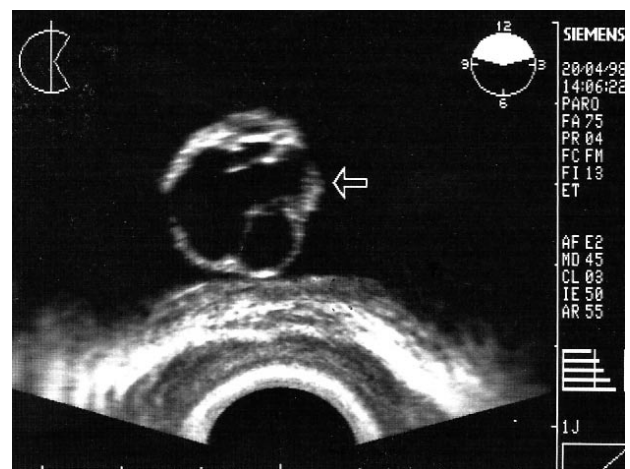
Ecografía transrectal: sección transversal. Hipertrofia prostática benigna, lóbulo medio intravesical con quiste de retención.
